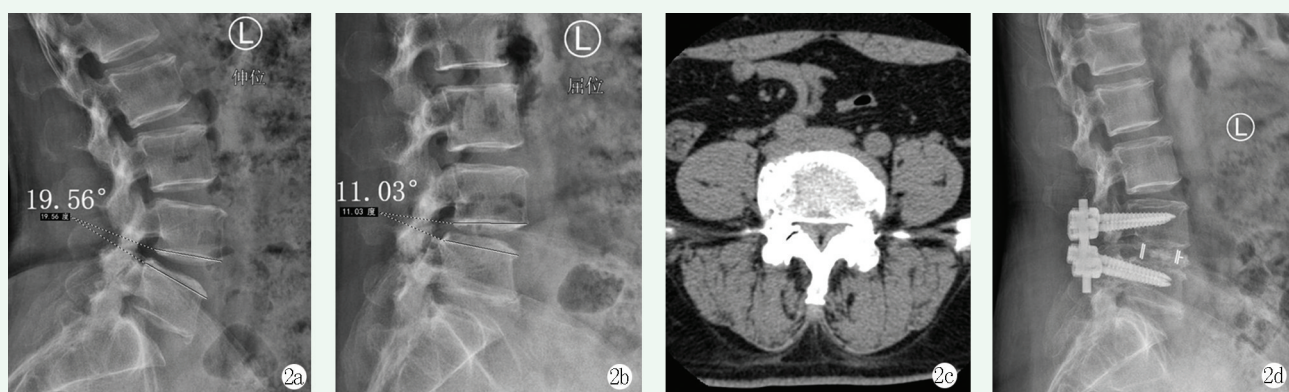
患者女性, 48 岁。2a, 2b: 术前腰椎动力位 X 线片显示责任节段轻度滑脱, 不稳定; 2c: 术前 CT 显示腰椎管狭窄明显; 2d: 开放减压融合术后 12 个月 X 线片显示椎间融合, 内固定位置良好。
